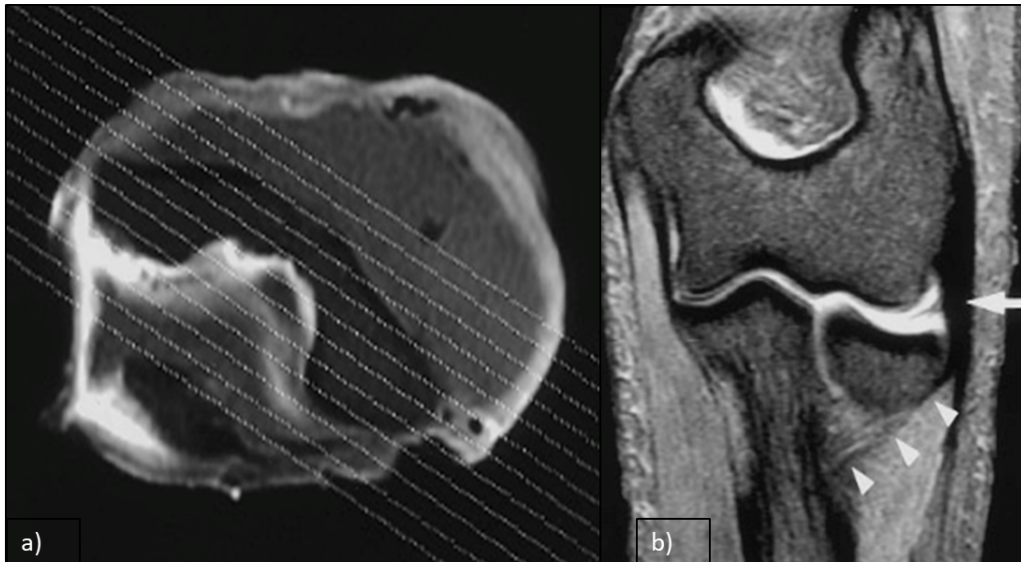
a) Dirección del corte sobre una imagen axial por resonancia. b) Cortes coronales recomendados para visualización del LCUL. Extraído de: Cotten A, Jacobson J, Brossmann J et al (1997). Collateral ligaments of the elbow: conventional MR imaging and MR arthrography with coronal oblique plane and elbow flexion. *Radiology*, 204 (3): 806-12
